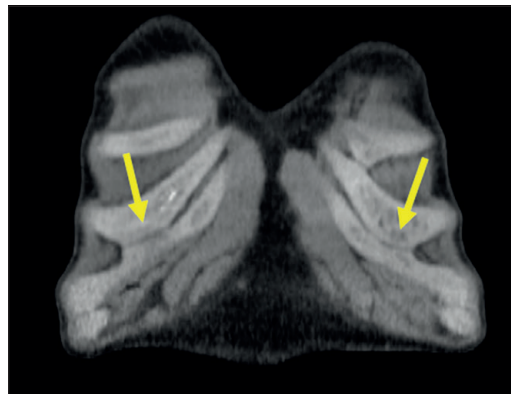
TC de tórax sin contraste en ventana de partes blandas, con reconstrucción MPR coronal que muestra una sincondrosis 6-7ª bilateral sin calcificaciones (flechas).
